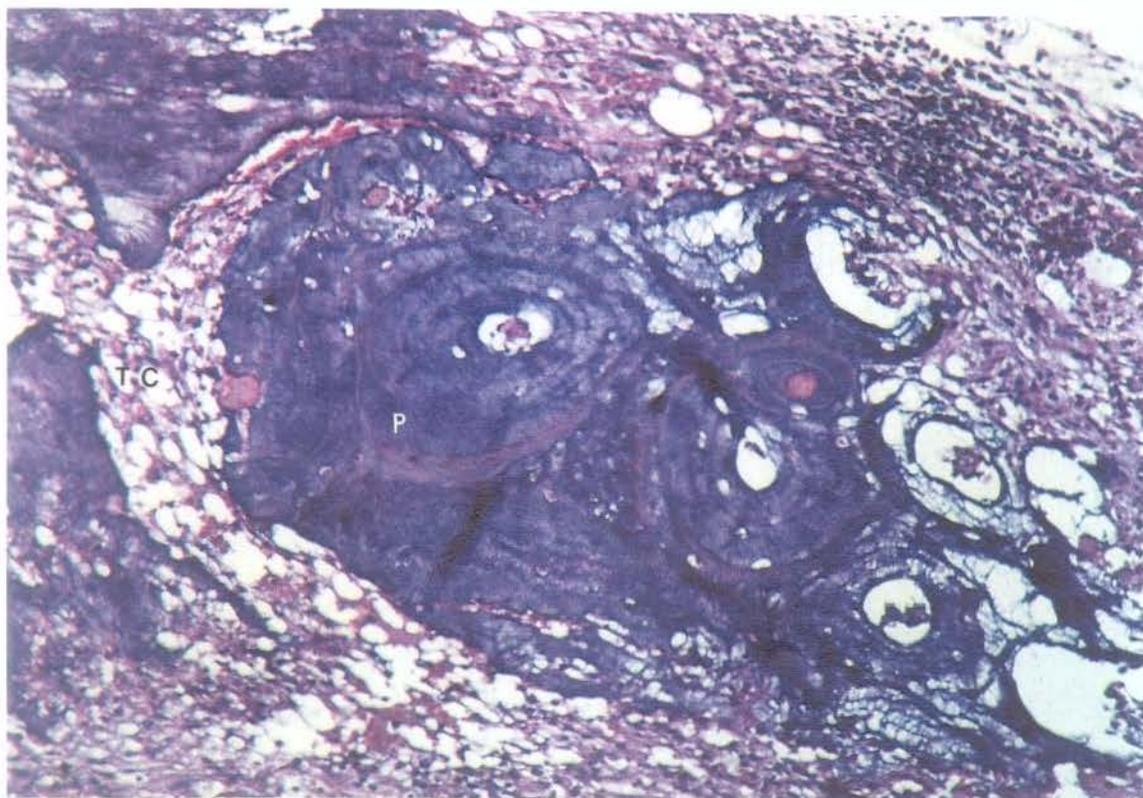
Observar partícula rodeada por tecido conjuntivo (TC) e células inflamatórias. Grupo I, 3 semanas.
